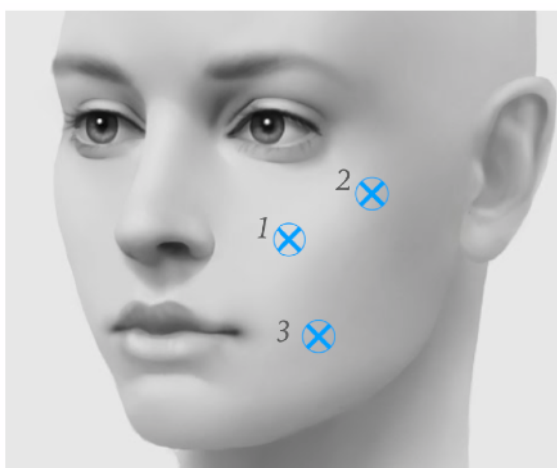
Контрольные точки для измерения по УЗИ.
